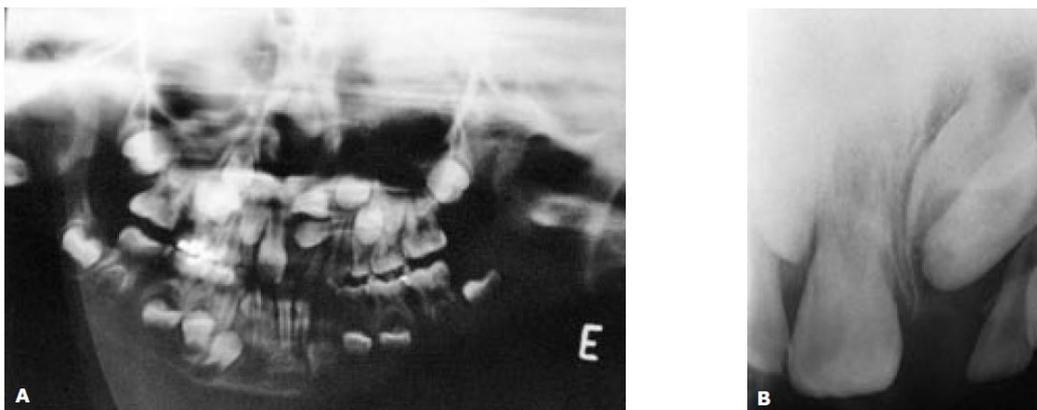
¹: Radiografias Iniciais. A) Radiografia panorâmica inicial. B) Radiografia periapical inicial.
